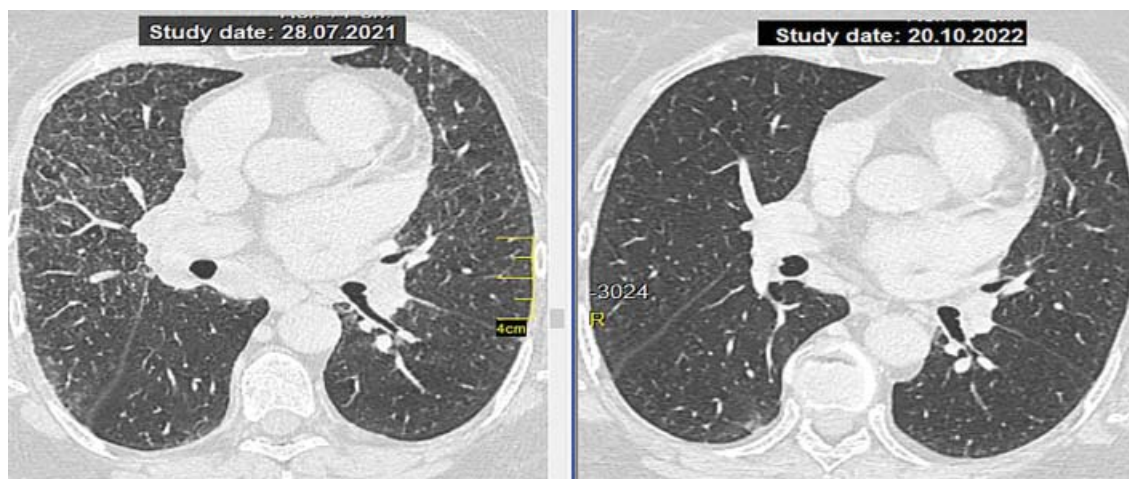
КТ пацієнтки І., саркоїдоз легень, II стадія, рефрактерній перебіг.
